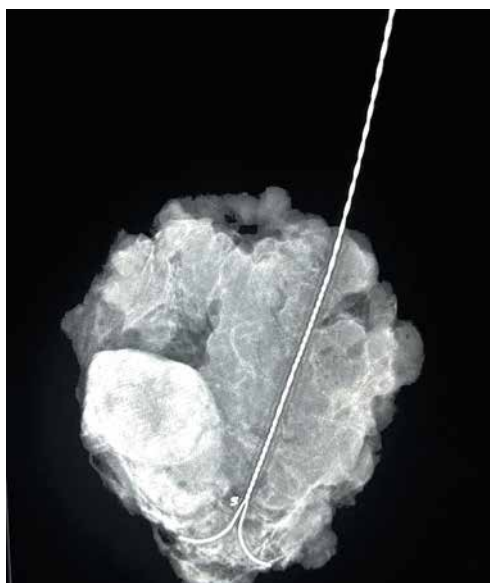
Рентгенографический снимок удаленного сектора с установленной локализационной иглой
